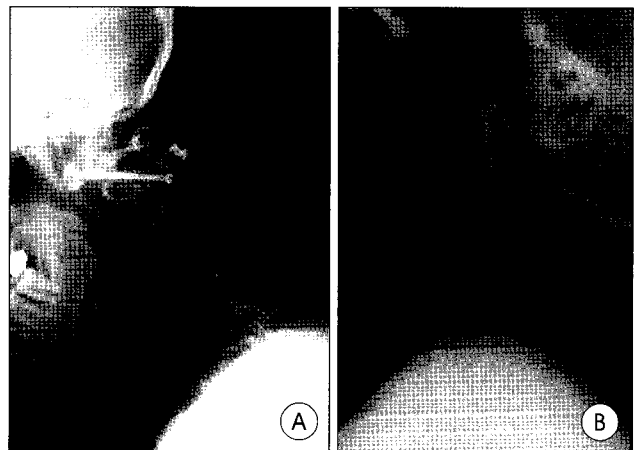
Flexion(A) and extension(B) lateral cervical radiographs at 8months after unilateral transarticular screw fixation and interspinous bone graft with Songer cable showing solid osseous union.
